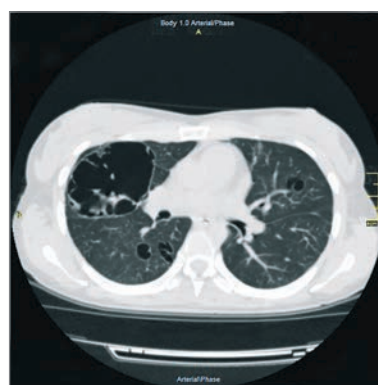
Аксіальний зріз КТ ОГК пацієнтки Б. на початку постковідного періоду
